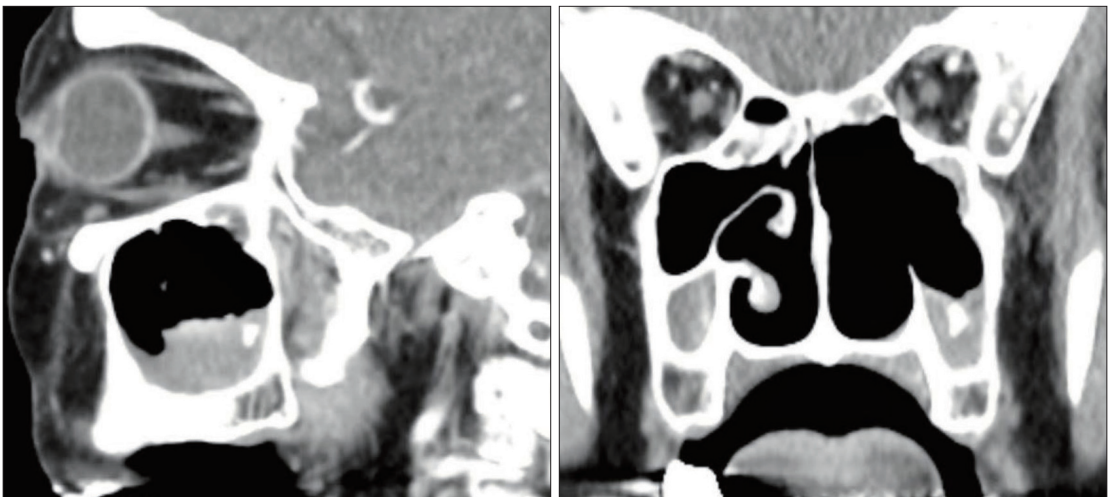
Sagittal and Coronal view of paranasal sinus CT scan shows mucoperiosteal thickening in left Maxillary sinus basal, anterior, posterior wall with intrasinus calcification.
